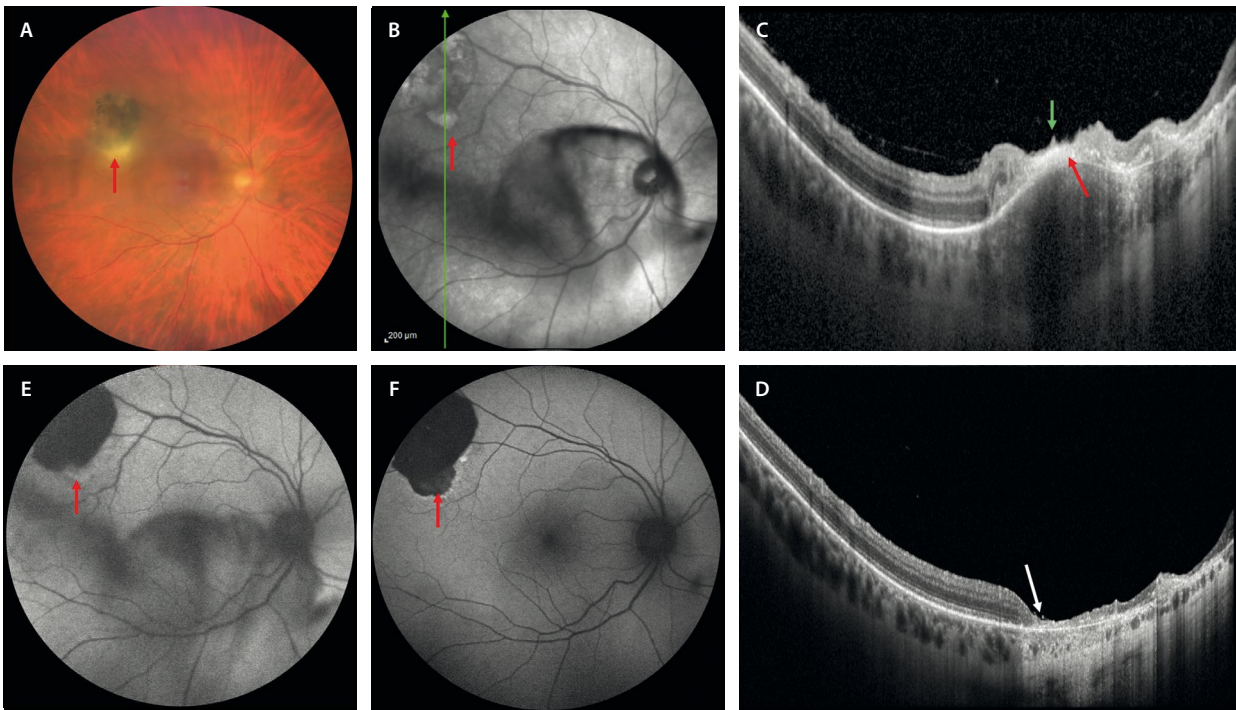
Caso de retinocoroiditis por toxoplasma. A) La retinografía muestra un foco de retinocoroiditis activo (flecha roja) en el margen inferior de una cicatriz toxoplásmica antigua asociado a turbidez vítrea. B) La imagen infrarroja muestra el foco como un área hiperreflectiva y resalta la vitritis. C) En el corte de la tomografía de coherencia óptica a través de la lesión se aprecia un foco hiperreflectivo que ocupa todo el espesor retiniano (flecha roja) y produce sombra sobre las estructuras coroideas. La coroides característicamente está engrosada. Pueden verse depósitos ovales hiperreflectivos sobre la membrana limitante interna (flecha verde). D) Una vez cicatriza, se aprecia un adelgazamiento generalizado de la retina (flecha blanca) con hipertransmisión asociada. E) En la autofluorescencia, el foco activo es hiperautofluorescente, mientras que cuando se inactiva (F) se vuelve hipoautofluorescente (flecha roja), al igual que el resto de la placa.
